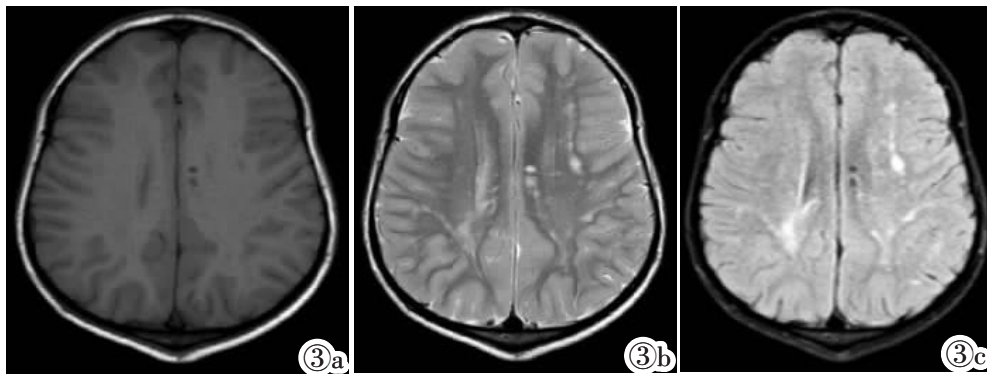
头部 MRI。图 3a,3b:双侧半软圆中心及周边可见多发不规则片状、小囊状 T₁WI 低信号,T₂WI 高信号。图 3c:FLAIR 可见多发不规则片状高信号灶、小囊状低信号灶。
